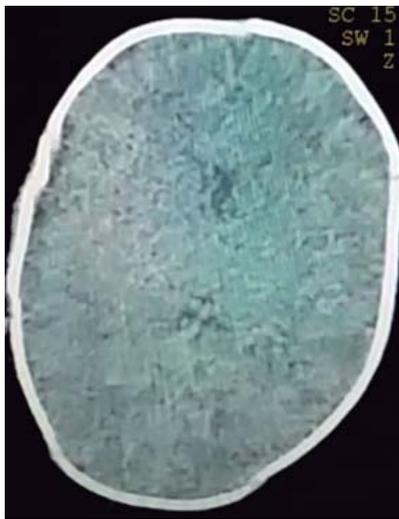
Tomografía axial computarizada donde se observan cortes axiales con resolución del hundimiento craneal, sin imágenes ocupativas asociadas.
